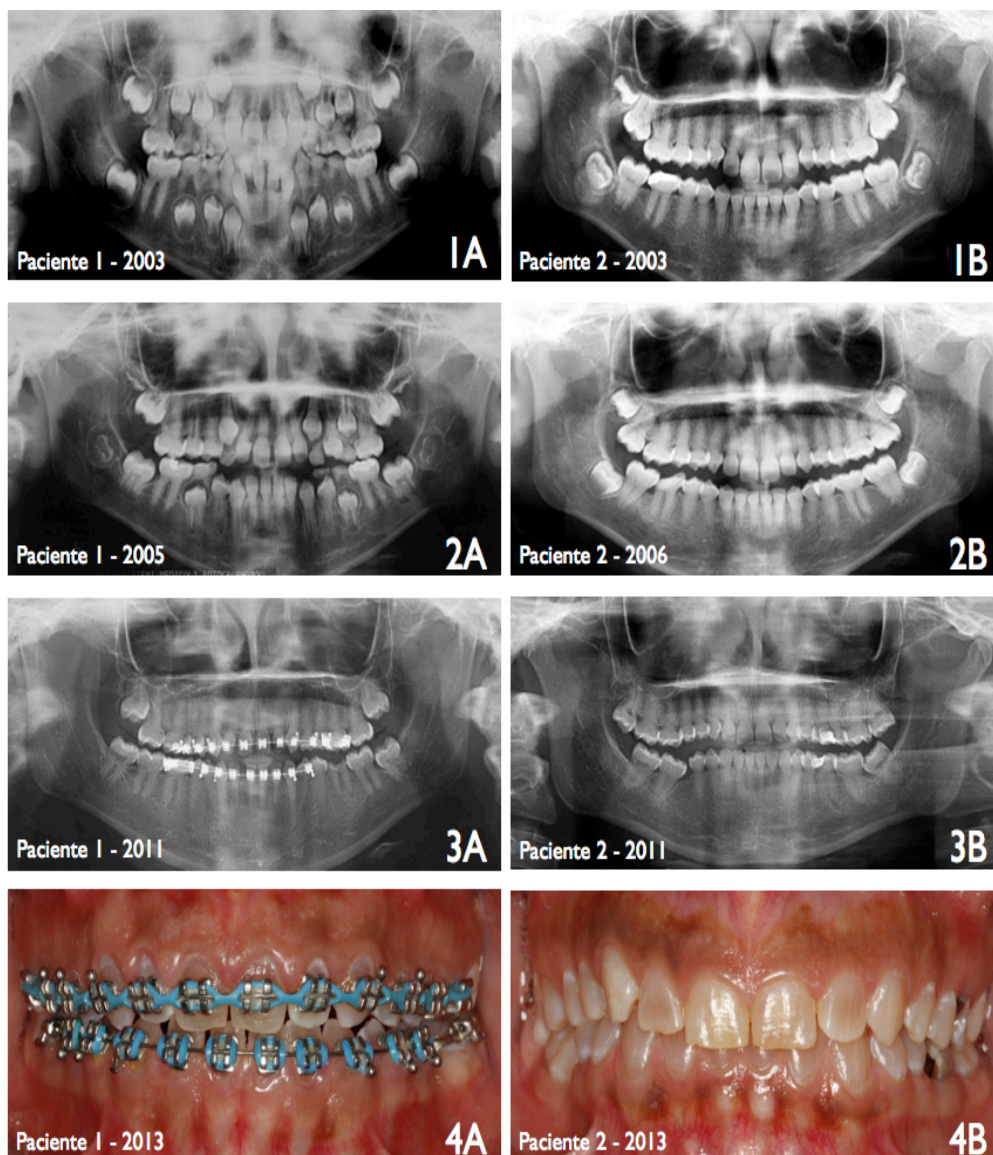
1A, 2A e 3A Radiografias panorâmicas da paciente doadora dos dentes 1, 2 e 3 nos anos de 2003, 2005 e 2011, respectivamente. 4A Fotografia frontal da paciente 1 no ano de 2013 durante consulta de controle preventivo. 1B, 2B e 3B Radiografias panorâmicas da paciente doadora dos dentes 4, 5 e 6 nos anos de 2003, 2006 e 2011, respectivamente. 4B Fotografia frontal da paciente 2 no ano de 2013 durante consulta de controle preventivo (Grupo DGI).
